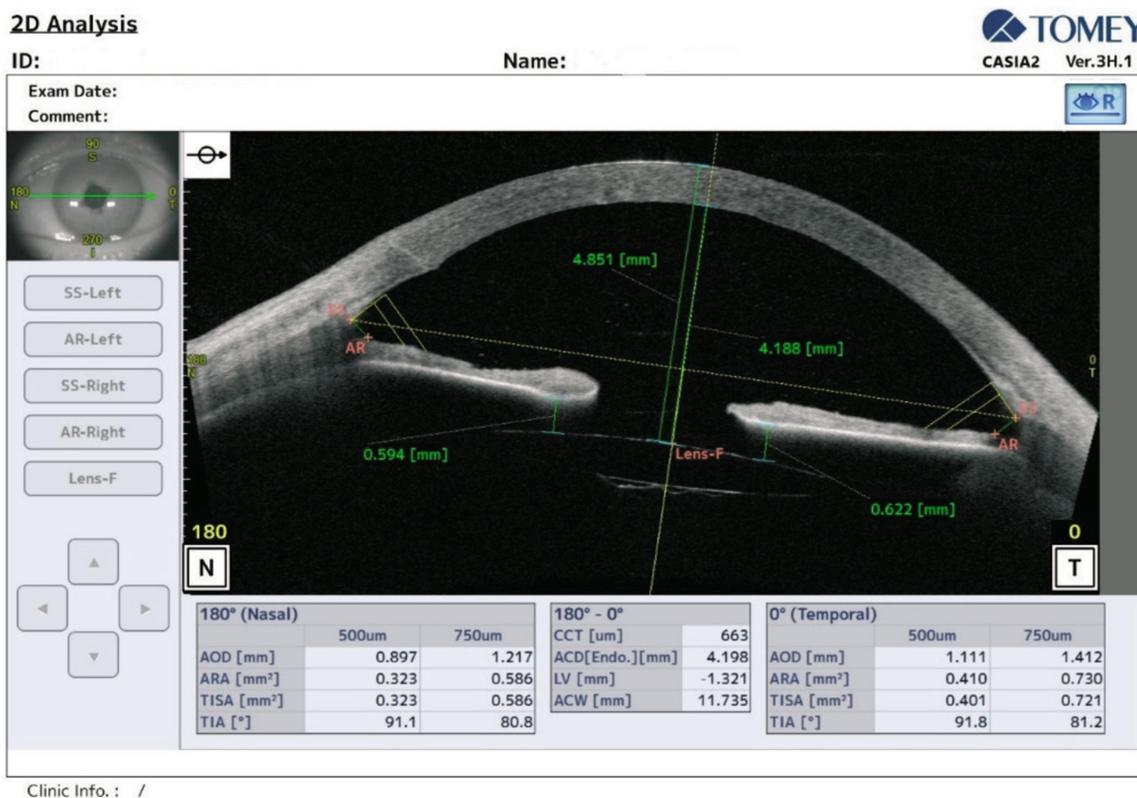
Оптическая когерентная томография переднего отрезка, анатомические характеристики на 2-е сутки после операции
